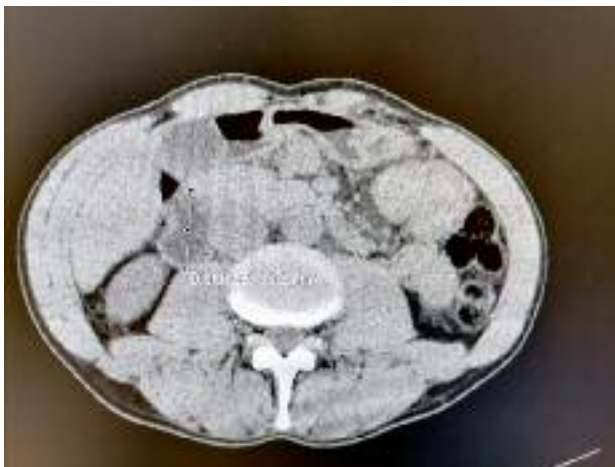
Imagem de TAC abdominal.
